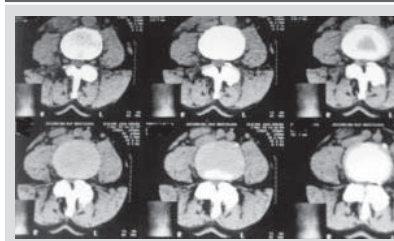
Sekvester v CT obraze
